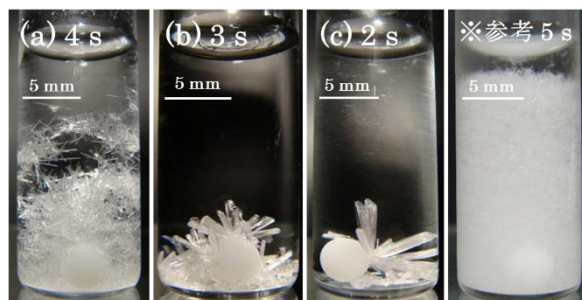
超音波照射時間と得られたII形結晶の関係
